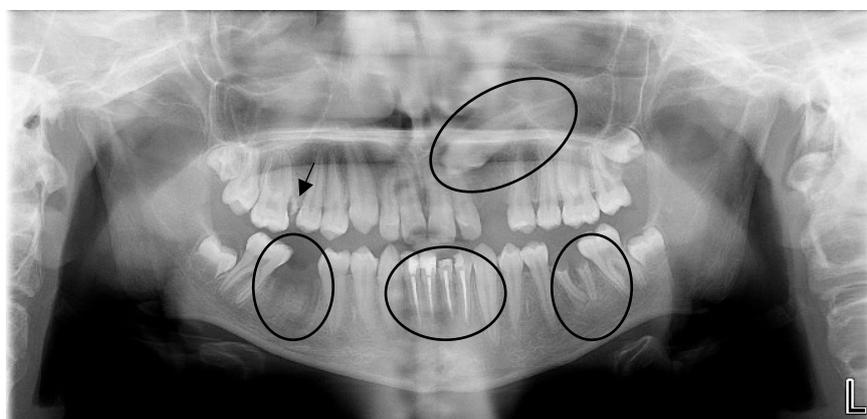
Ortopantomografia, paciente género feminino com 17 anos.*
